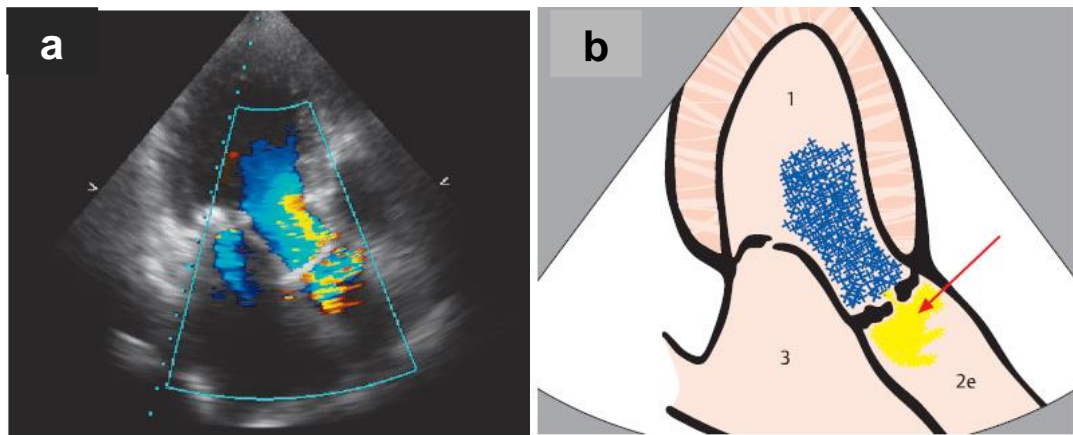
La estenosis aórtica ocasiona un aumento en la velocidad del flujo que se representa en un mosaico de colores en el Doppler color posterior a la válvula aórtica (Rosaligam, 2013).
